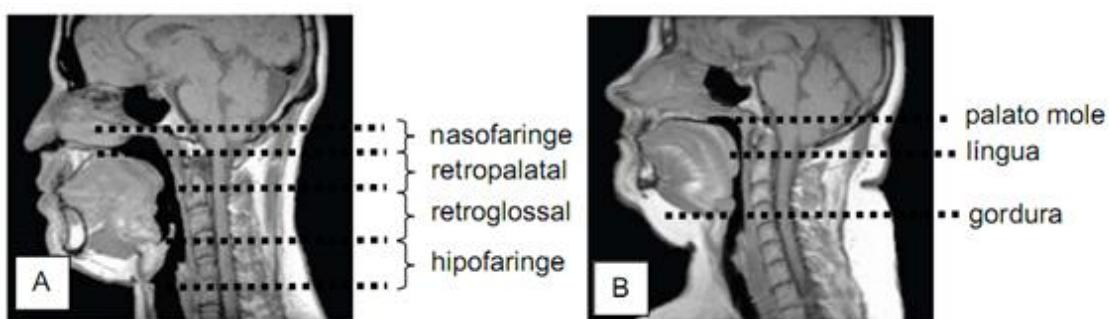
Imagem sagital de crânio e face obtida por ressonância magnética. A: Indivíduo normal. B: Indivíduo com apneia do sono grave. Observa-se que o indivíduo com apneia apresenta acúmulo de gordura na região submentoniana, na língua e na nuca. O aumento do palato mole e da língua tornam a via aérea estreitada na orofaringe. Adaptada da referência²⁴².
